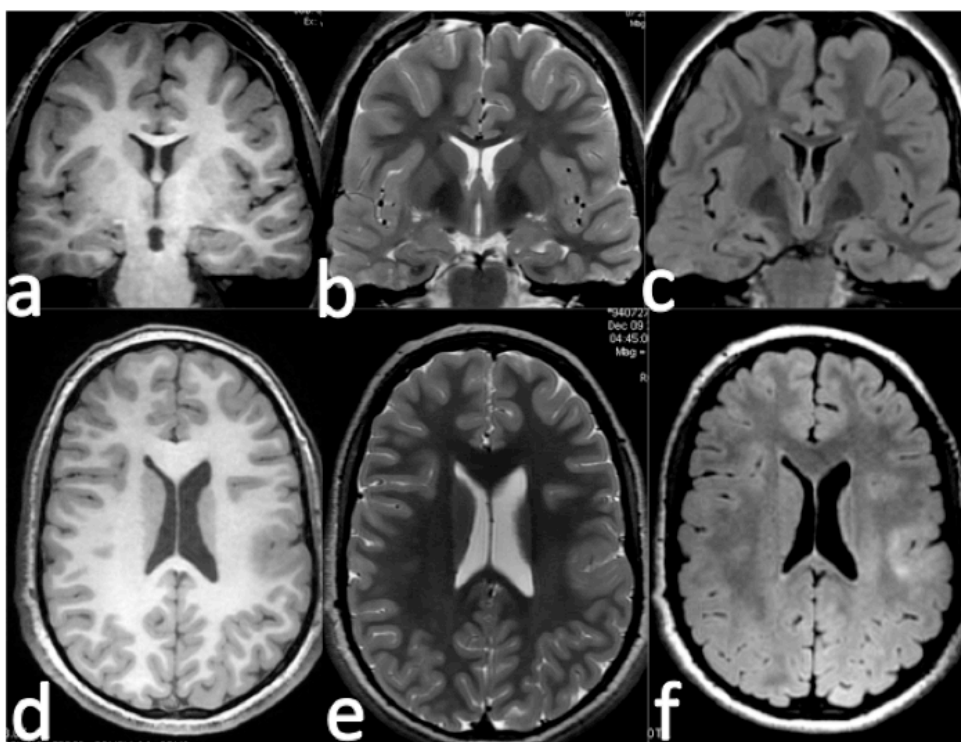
Alteración de señal yuxtacortical. En la fila superior, displasia cortical tipo I en lóbulo temporal derecho donde se observa discreto aumento de señal en sustancia blanca del lóbulo temporal derecho, no visible en la secuencia T1 (a), muy sutil en la secuencia T2 (b) y más evidente en la secuencia FLAIR (c) aunque la hiperintensidad no llega a alcanzar los valores de la corteza cerebral. En la fila inferior, displasia cortical tipo II con alteración de señal yuxtacortical en corteza frontal izquierda, con señal isointensa en T1 (d) y T2 (e) y ligeramente hiperintensa respecto a la corteza en la secuencia FLAIR (f).
